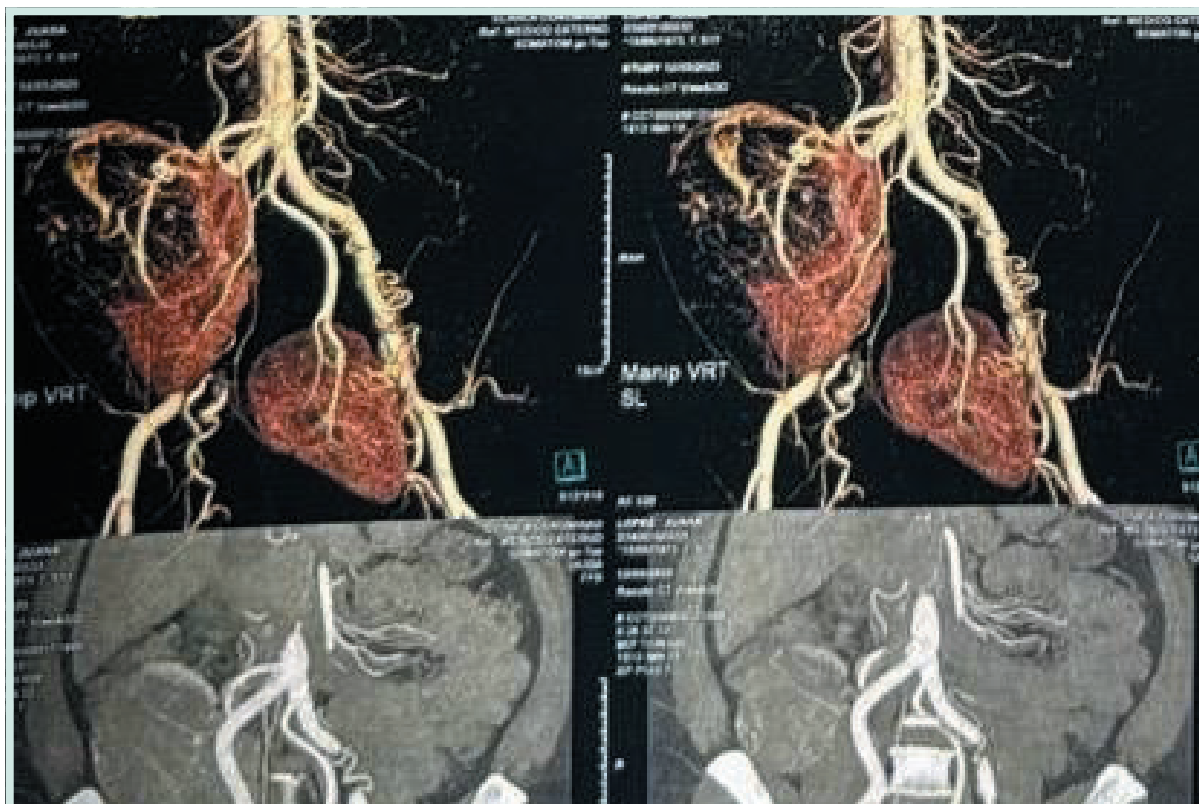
Angio-TC con reconstrucciones volumétricas (VR/MIP)
